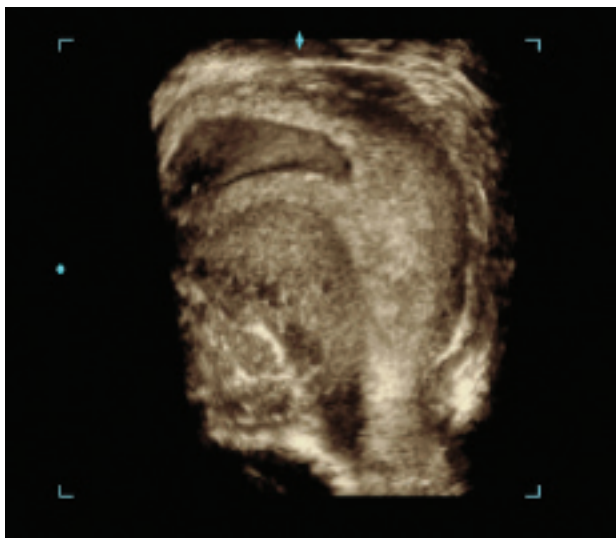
Útero didelfo. La ecografía transvaginal en el plano transversal muestra los dos cuernos uterinos separados por completo. Se observa un saco gestacional en el útero derecho.
